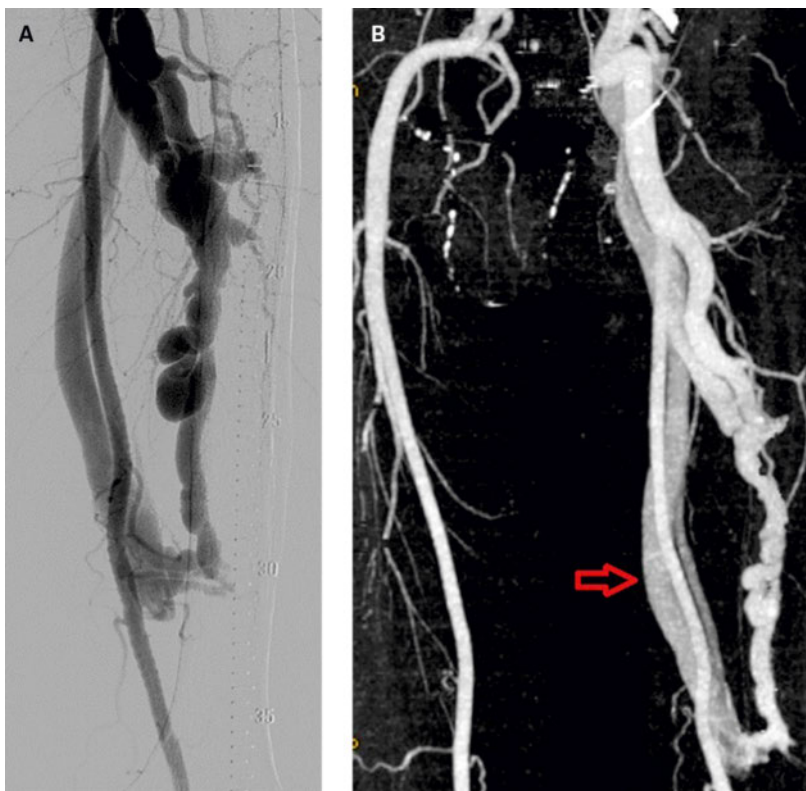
Même cas de la figure 1: A) image angiographique (membre inférieur gauche) et B) reconstruction CT (membre inférieur droit et gauche) d'une fistule artério-veineuse: retour veineux fémoral précoce au membre inférieur gauche (flèche).
